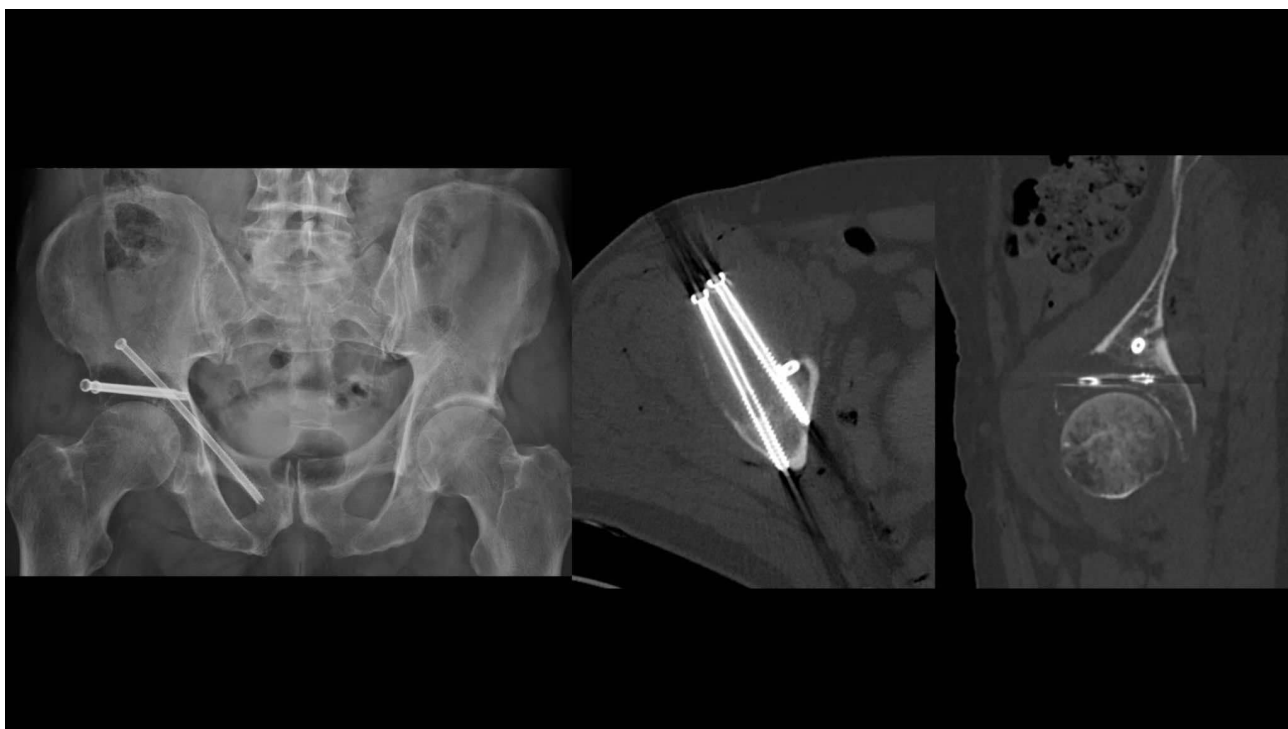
Radiographie et scanner du bassin après ostéosynthèse percutanée préventive (coll Dr David)
